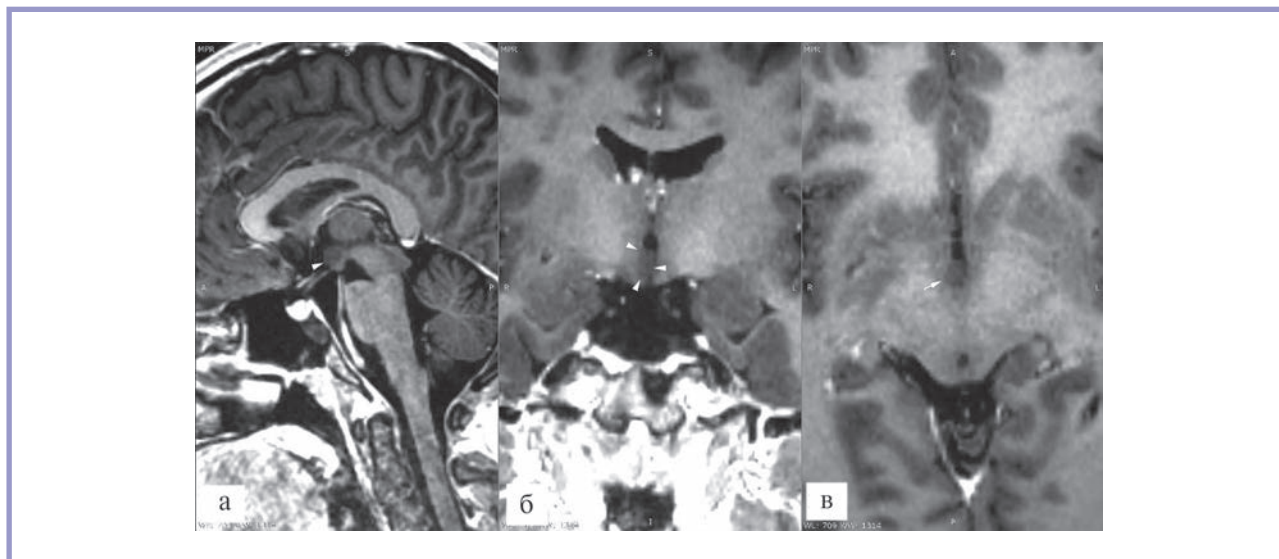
Магнитно-резонансная томограмма пациентки в импульсной последовательности T1 cube с гамармой гипоталамуса (стрелки) до лечения в сагиттальной (а), корональной (б) и аксиальной (в) плоскостях.
